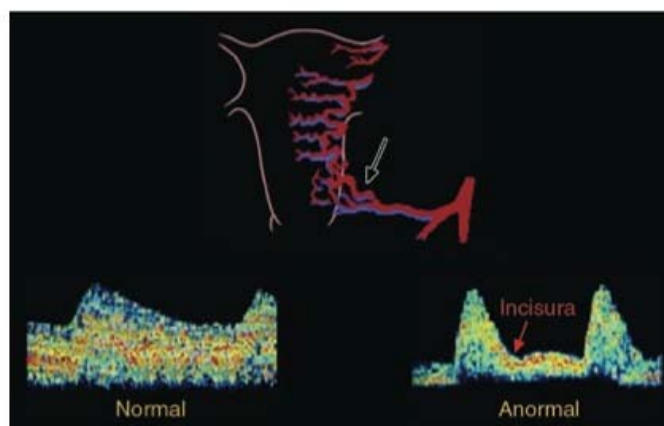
■ Doppler da artéria uterina após 24 semanas: normal e anormal (incisura).
